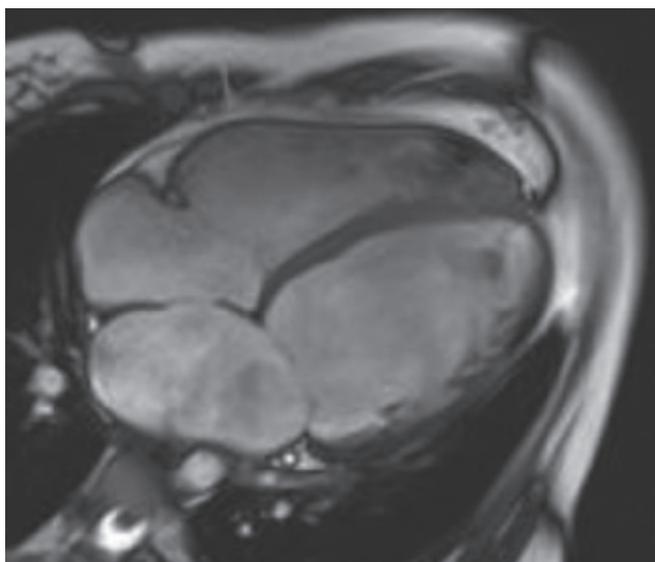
Магнитно-резонансная томография сердца пациентки Т., 15 лет. Четырехкамерная позиция. Выраженная дилатация камер сердца
